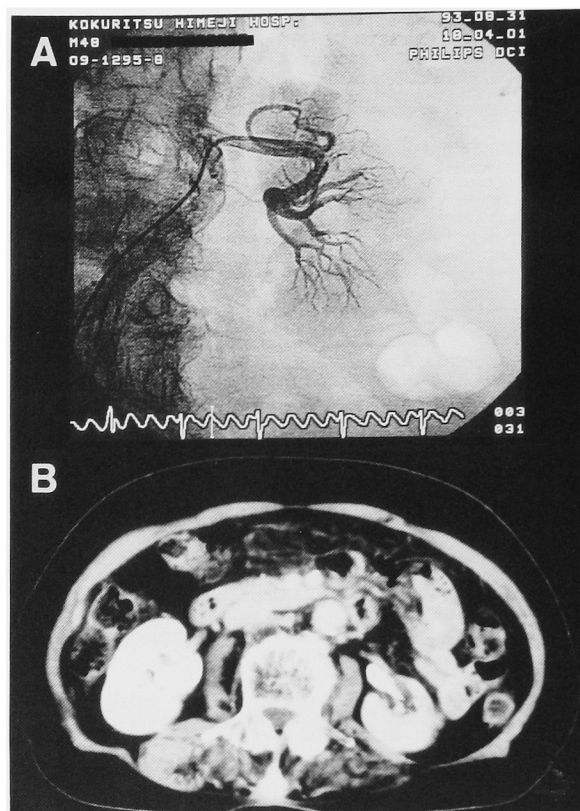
A: The next day after the treatment, selective left renal arteriogram shows successful lysis of the embolus besides periphery. B: Four months after the treatment, CT reveals the left contracted kidney.
